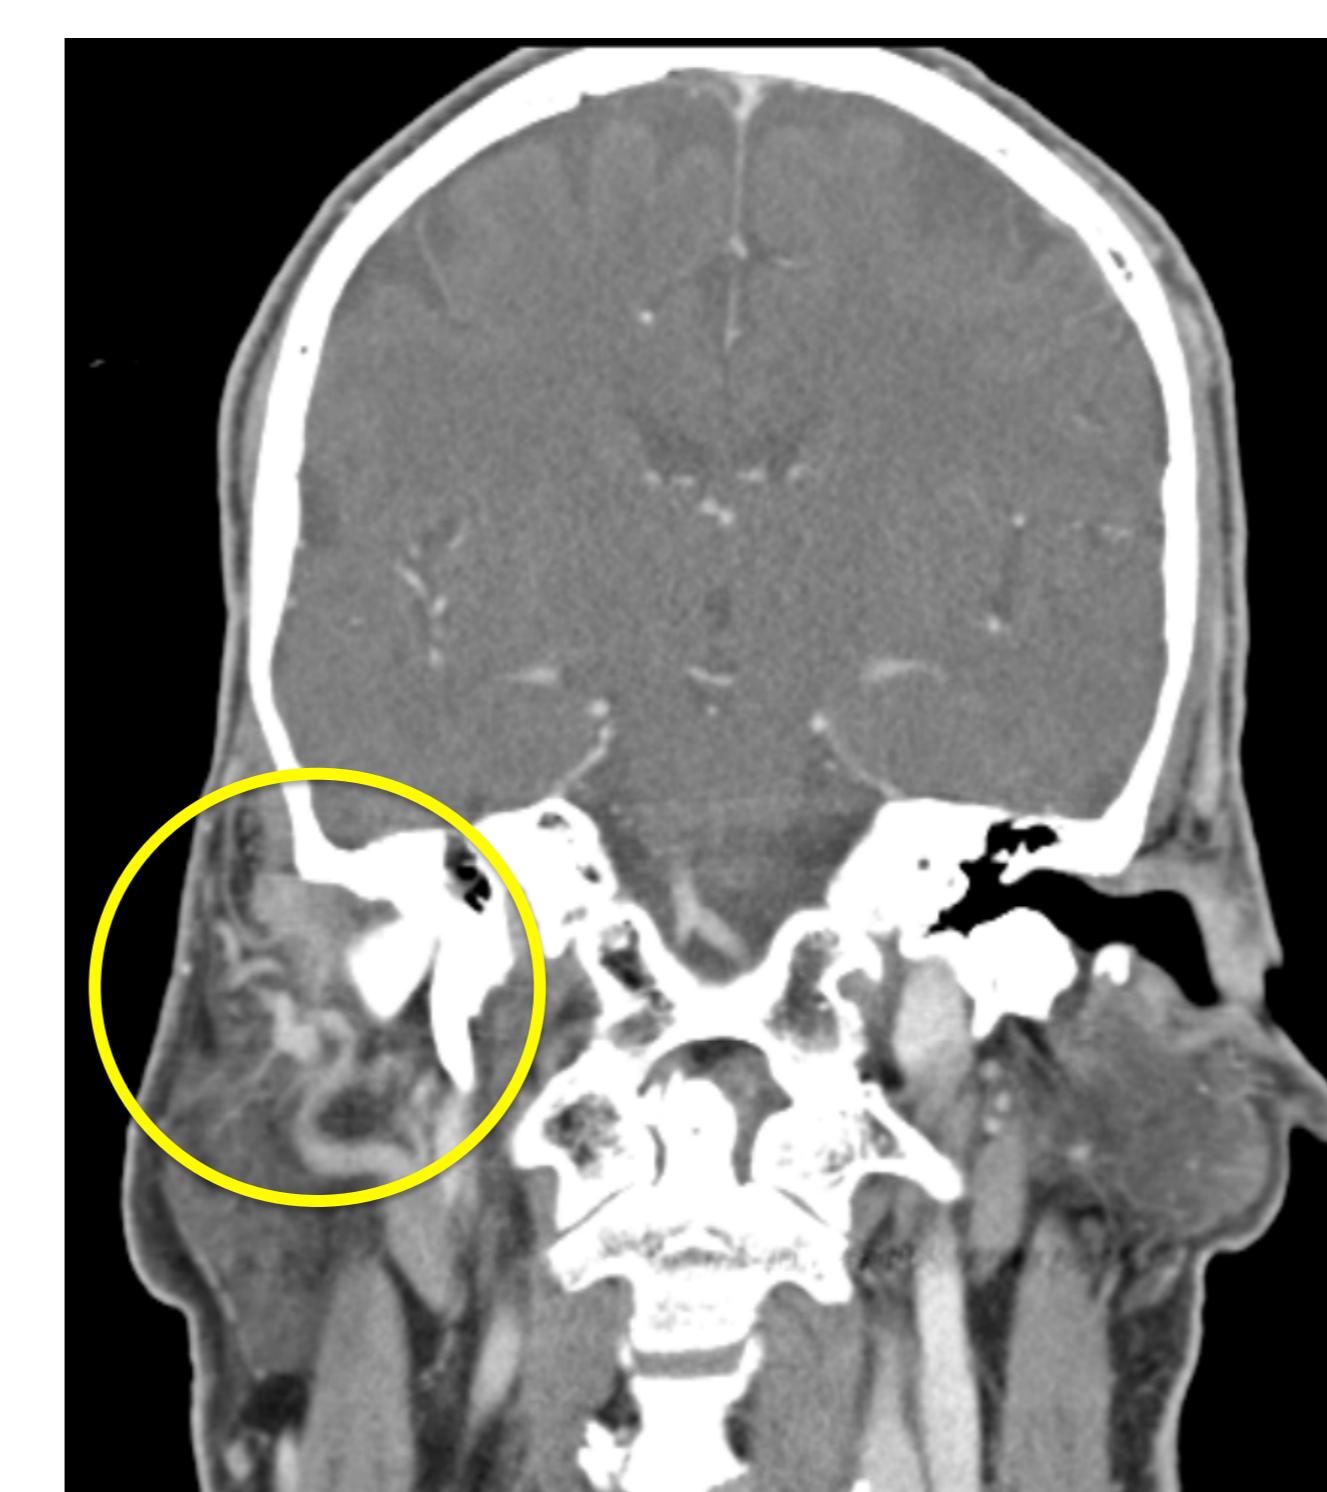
TC contraste – sem evidência de recidiva tumoral.
